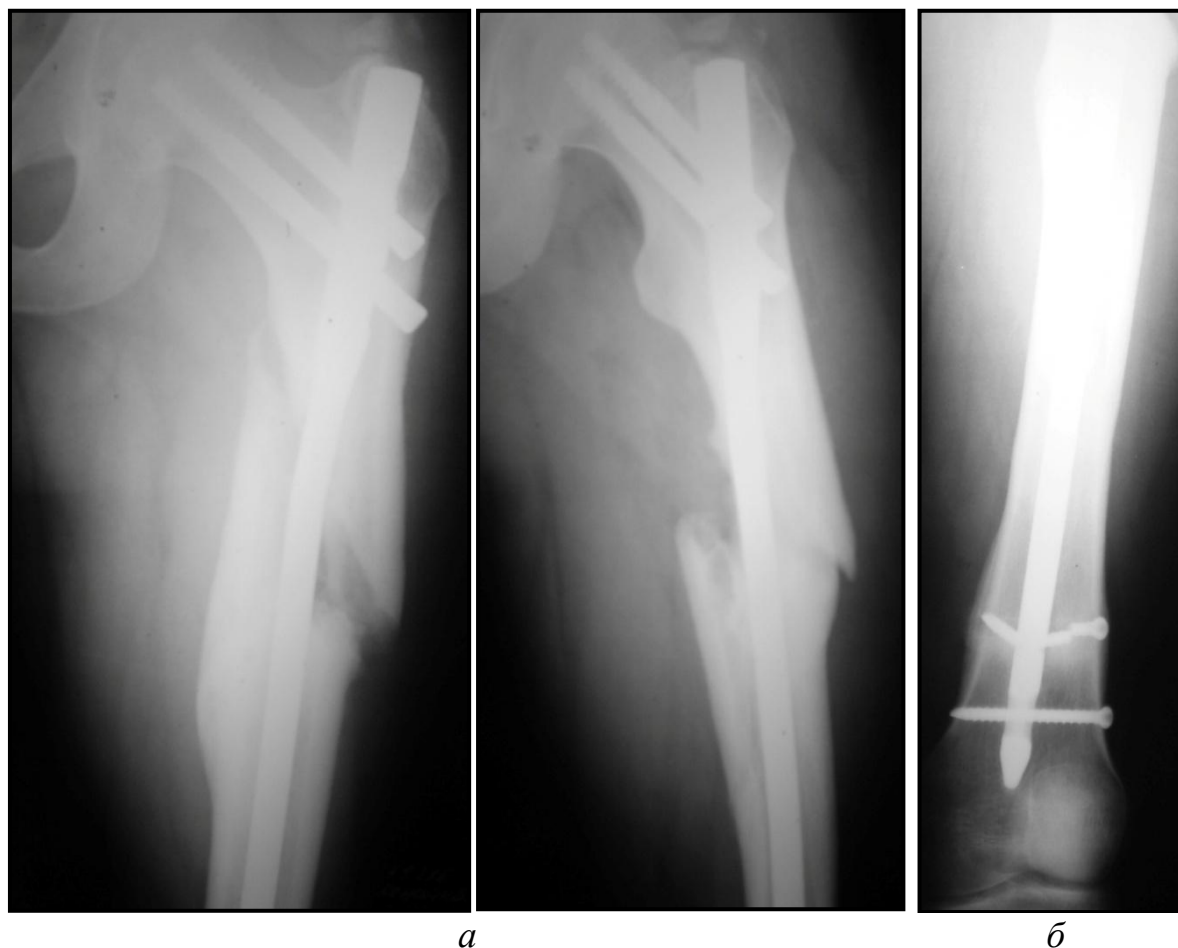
Рентгенограммы левой бедренной кости больного К., 22 лет, и/б №2114.
